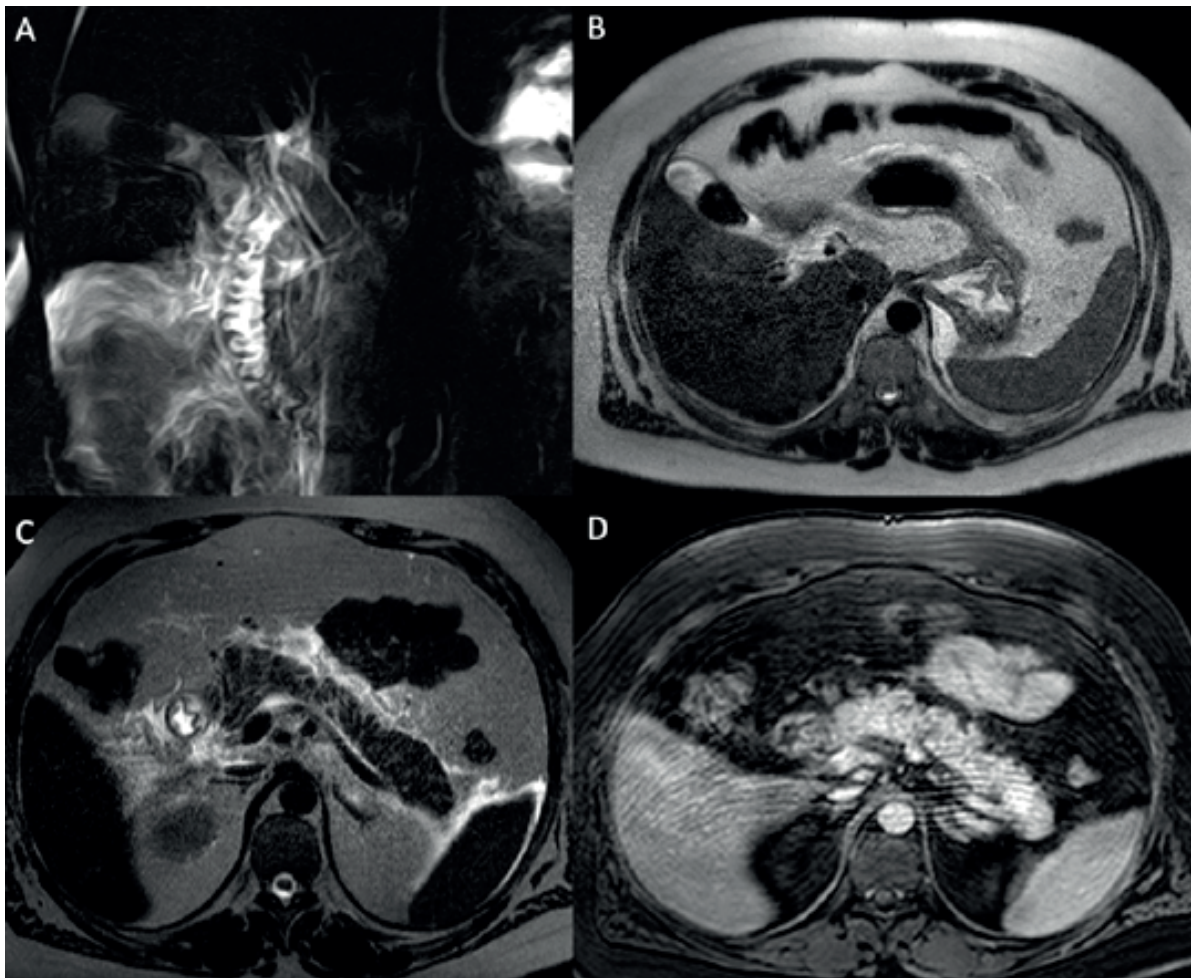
RMN y CRNM: A. CRMN donde se observa vía biliar fina, litiasis vesicular y barro biliar. B. Litiasis vesicular. C. Corte T2, Páncreas aumentado de tamaño a nivel del cuerpo y cola, de aspecto edematoso, asociado a alteración de los planos grasos adyacentes y a líquido libre peripancreático y en la raíz del mesenterio. D. Corte T2 con contraste endovenoso, donde se observa realce homogéneo del páncreas.
